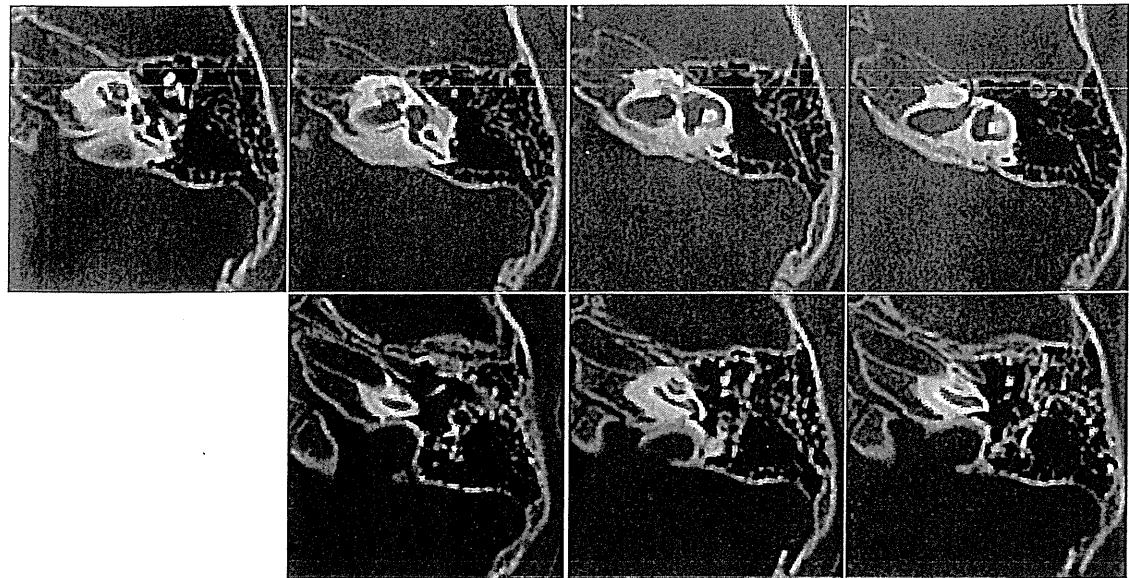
症例 1 (髄膜炎後 2 年 4 ヶ月時) の左軸位断 CT
